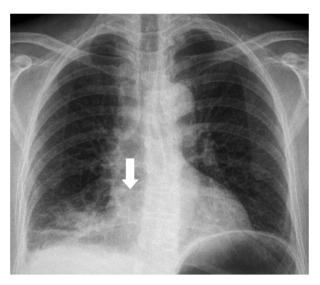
Рентгенография органов грудной клетки пациентки А. Стрелкой указана инфильтрация в нижней доле правого лёгкого. Fig. 6. Chest X-ray in the A. female patient.
